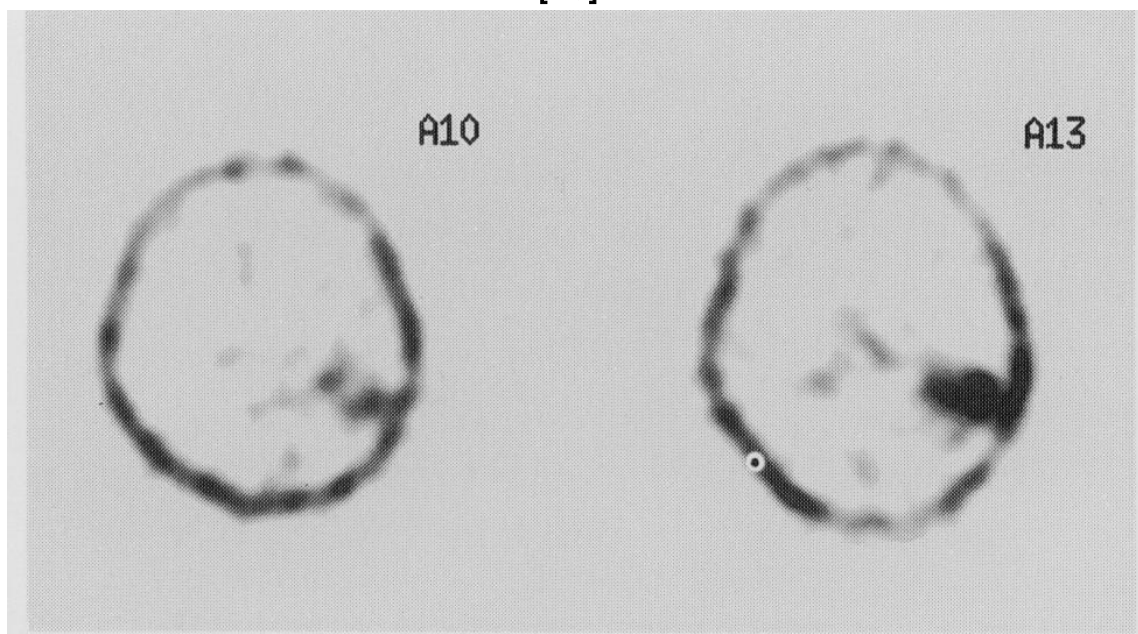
b : Coupe transversale à la scintigraphie cérébrale d'un gliosarcome temporo-pariétal gauche montrant une tumeur hyperfixante [46].
